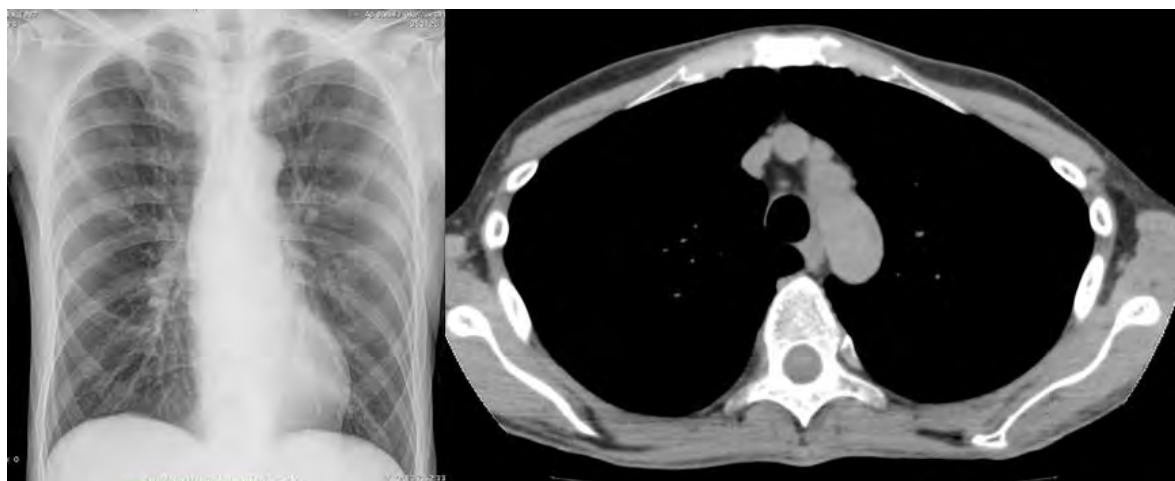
Radiografía y escanografía de tórax en donde no se observa derrame pleural.
